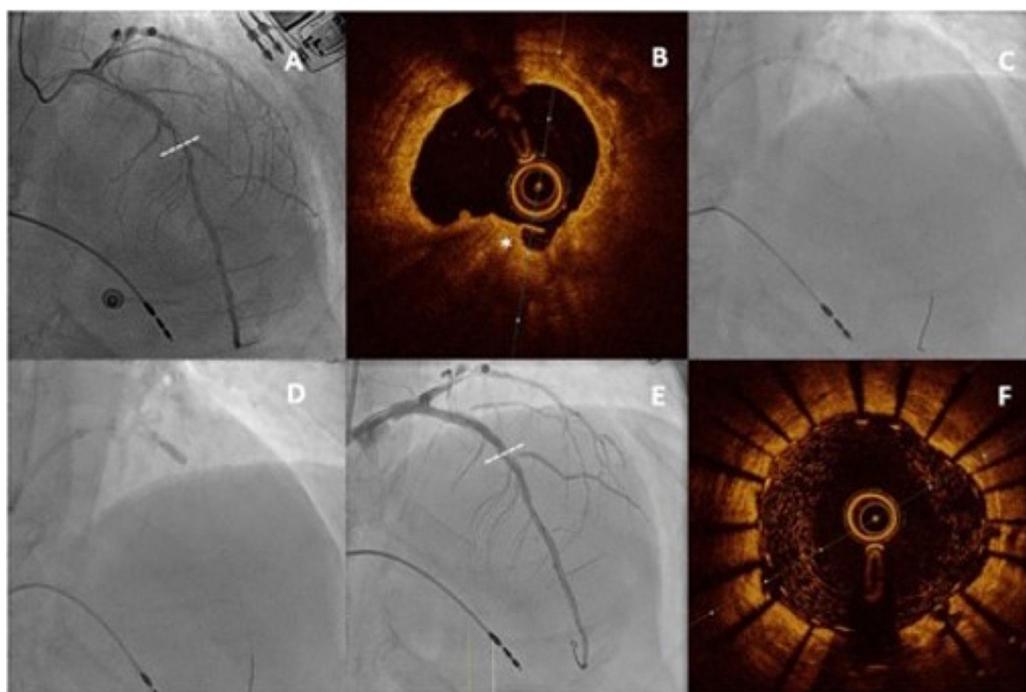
Caso realizado en el Hospital Universitario La Paz sobre una lesión gravemente calcificada en el segmento proximal de la arteria descendente anterior (A). Tras realizar aterectomía rotacional (B), al no dilatarse con éxito mediante un balón no compliente (C), se realizó litoplastia intracoronaria (D) y se implantaron dos SFA con excelente resultado tanto mediante angiografía (E) como mediante tomografía de coherencia óptica (F)⁴³.
